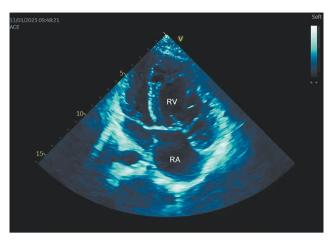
Показатели трансторакальной эхокардиографии пациентки Л., 17 лет.
